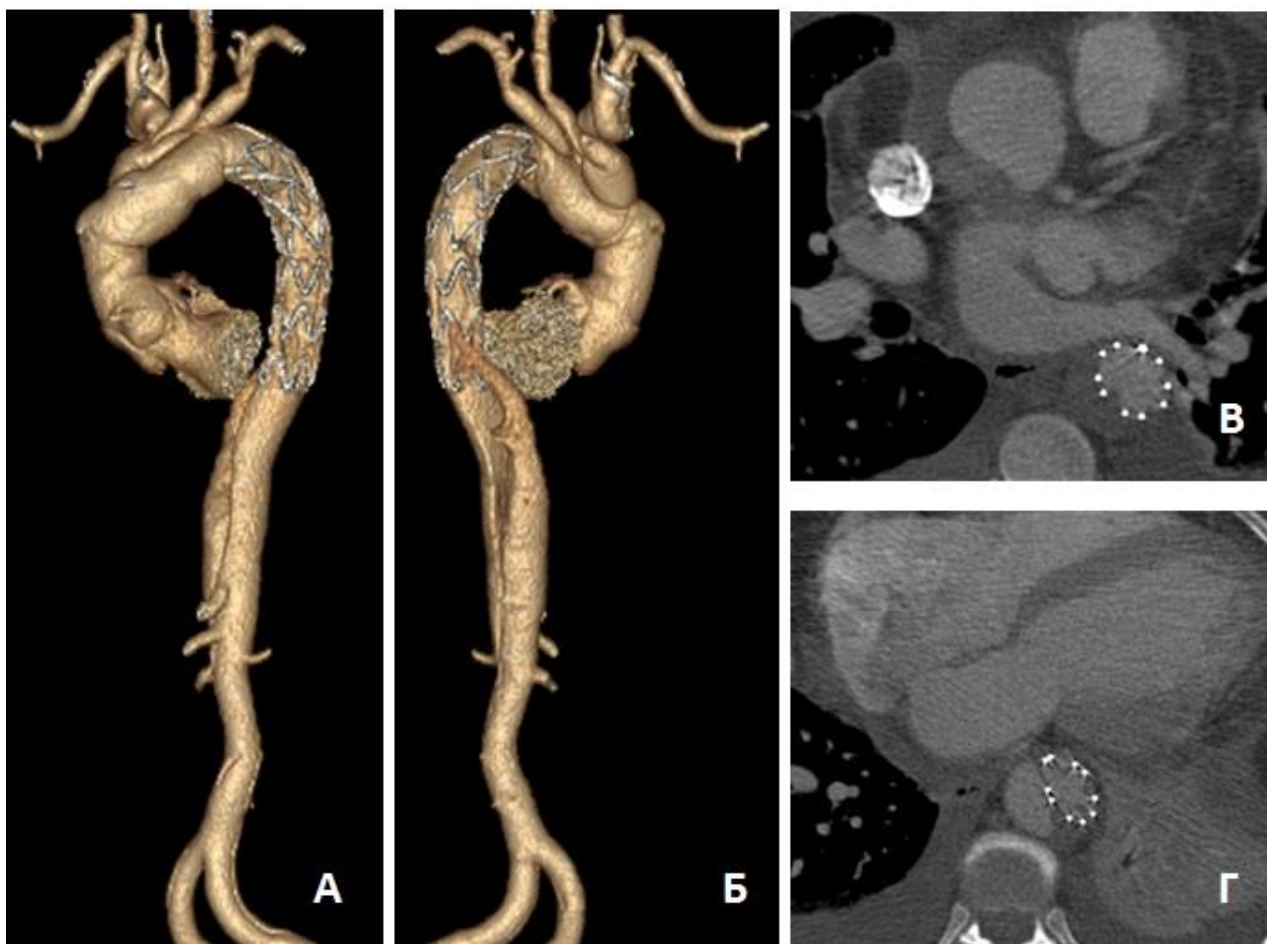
МСКТ-аортография пациентки К. после операции («Standard FET»). Тромбоз ложного канала на протяжении стент-графта: А – трехмерная реконструкция аорты (передняя проекция); Б – трехмерная реконструкция аорты (задняя проекция); В – аксиальный срез на уровне левого предсердия; Г – аксиальный срез на уровне дистального края стент-графта (Th 10). Отмечается частичный тромбоз ложного канала
